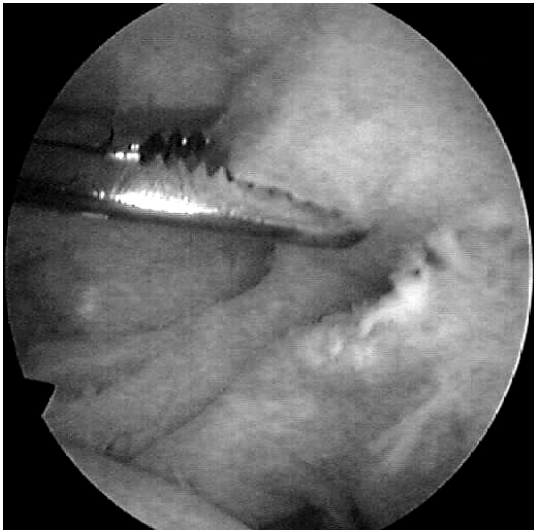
RM-Riss, SSP-Rand in Faszange, darunter LBS
